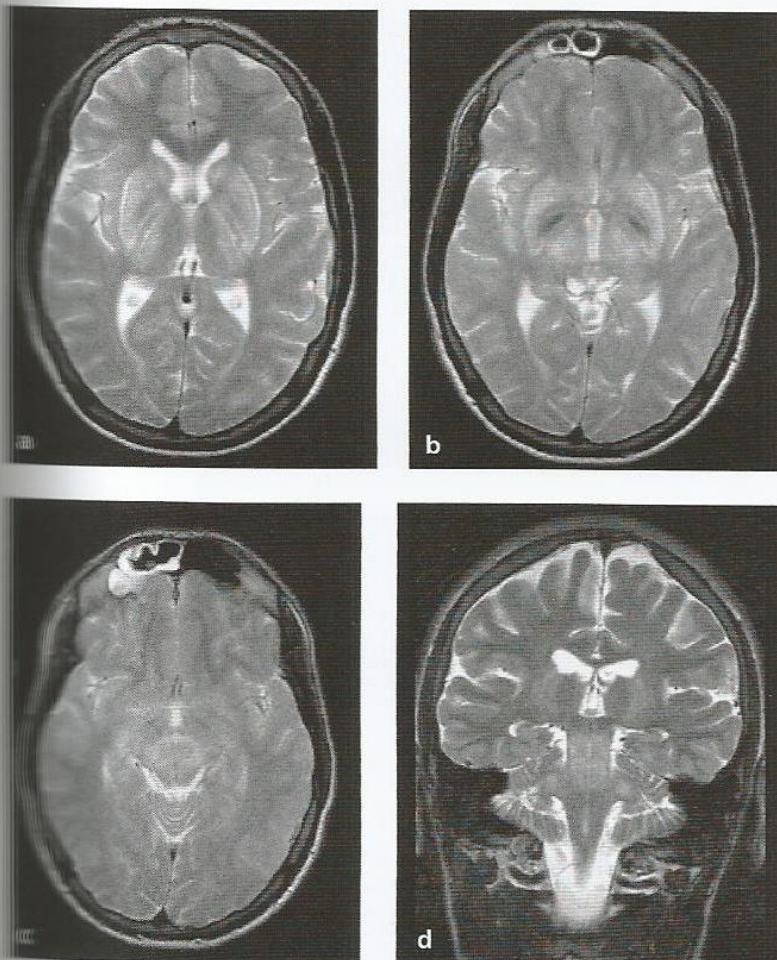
Doença de Wilson. Imagens de ressonância magnética em T2 nos planos axial (a–c) e coronal (d). As imagens axiais estão no nível dos cornos frontais (a), na comissura anterior (b) e no núcleo rubro e na substância negra (c). Os gânglios da base, os tálamos laterais e a substância cinzenta do mesencéfalo pareciam mais brilhantes que o habitual (hiperintensidade, em comparação com os tecidos cerebrais normais), provavelmente em consequência da lesão parenquimatosa causada pelos níveis séricos altos de cobre. Contudo, a parte interna do globo pálido tinha sinais de hipointensidade, provavelmente em razão da deposição de cobre. A substância branca da comissura anterior tinha características de sinais normais, mas parecia mais evidente que o habitual em razão das estruturas anormais que a circundavam. A imagem coronal (d) mostrou anormalidades de sinais no mesencéfalo e nos pedúnculos cerebelares médios.
